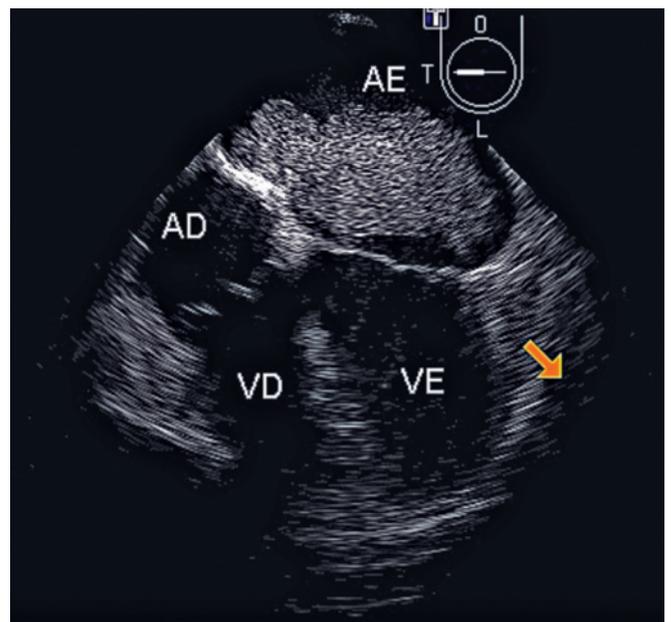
Ecocardiograma transesofágico em diástole, demonstrando massa tumoral em átrio esquerdo.
